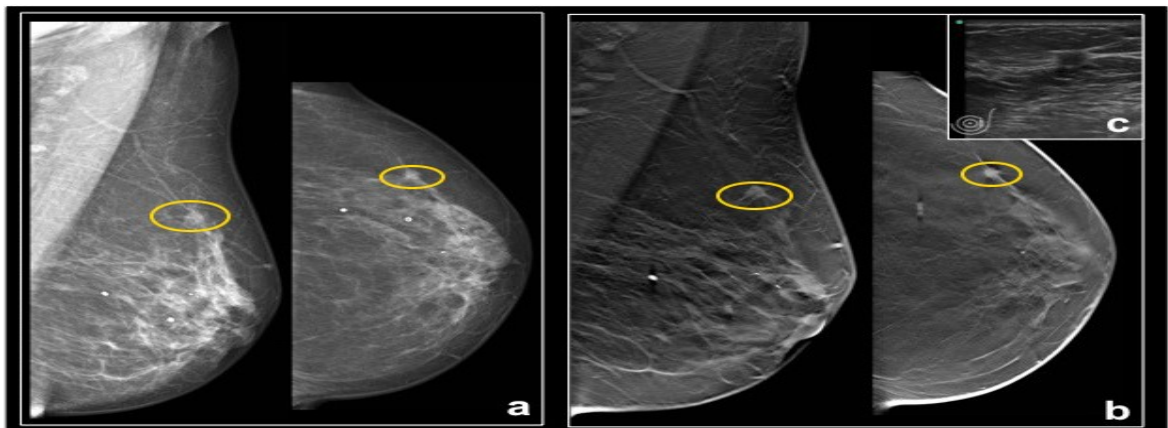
a) Mamografia esquerda, MLO e CC, mostra um nódulo parcialmente circunscrito no quadrante supero-externo. b) A TM, seções MLO e CC, permitem reduzir a sobreposição do tecido mamário, e caracterizar a lesão como um nódulo espiculado. c) A biópsia orientada por ecografia.
